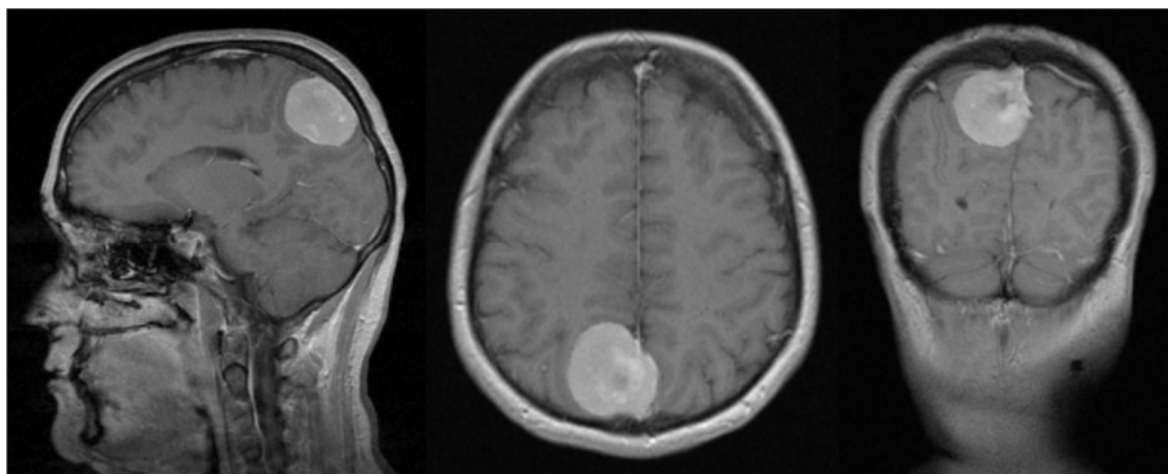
Парасагиттальная менингиома, типичный вид на МРТ с контрастным усилением
